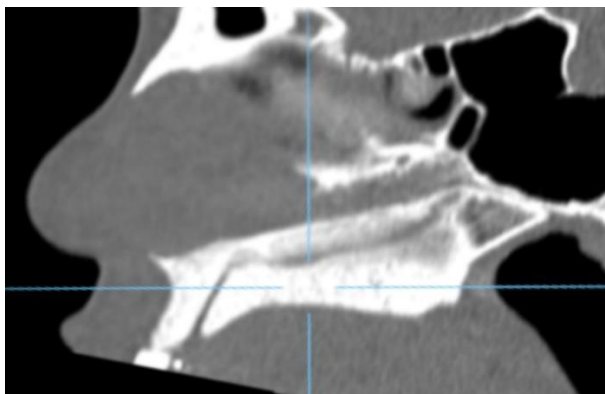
Reconstrução sagital do exame de TC com o plano axial paralelo ao longo eixo estabelecido da ENP até a parede posterior do forame incisivo.
